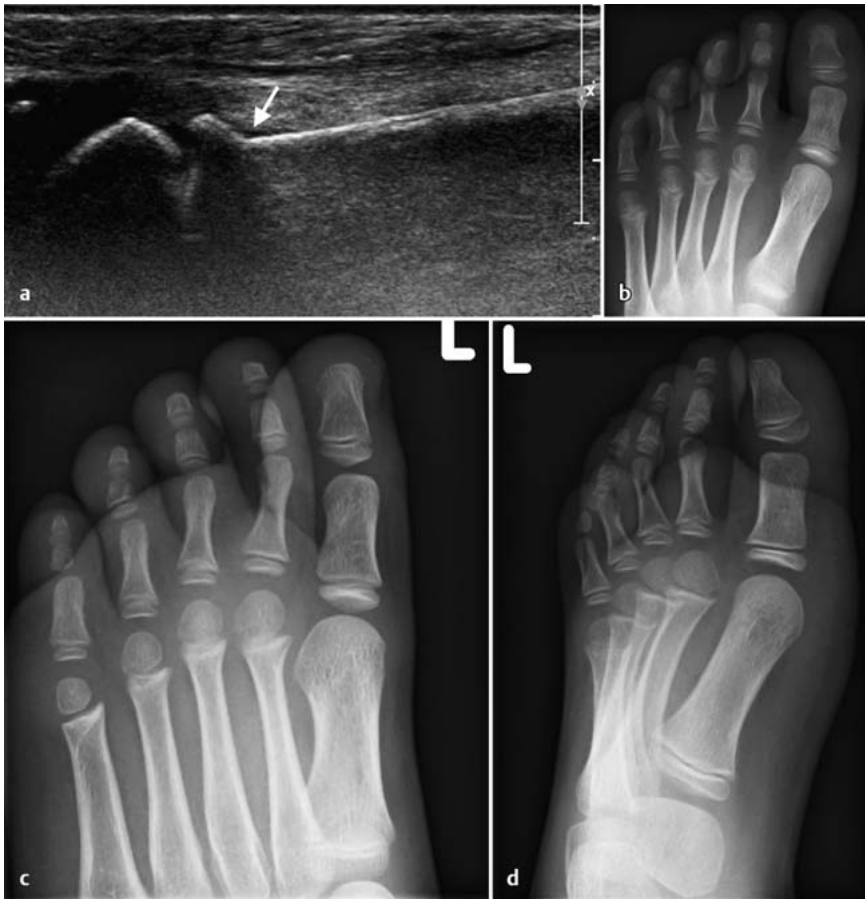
a bis d Nach Verdrehen des Vorfußes bei einem 5 Jahre alten Mädchen Darstellung einer kortikalen Knickbildung (↑) über der distalen Metaphyse des Os metatarsale 2 mit Umgebungshämatom als Zeichen der Fraktur (a). In den Röntgenbildern ist die Fraktur nicht erkennbar (b–d).
